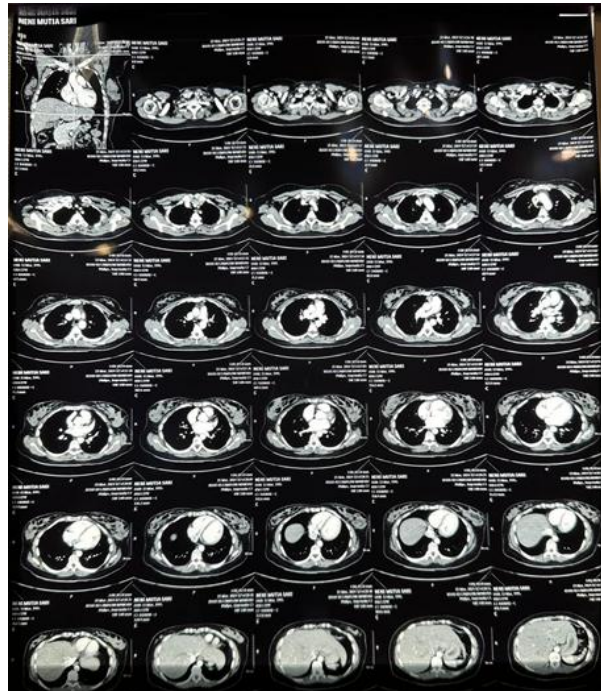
CT Scan Examination
